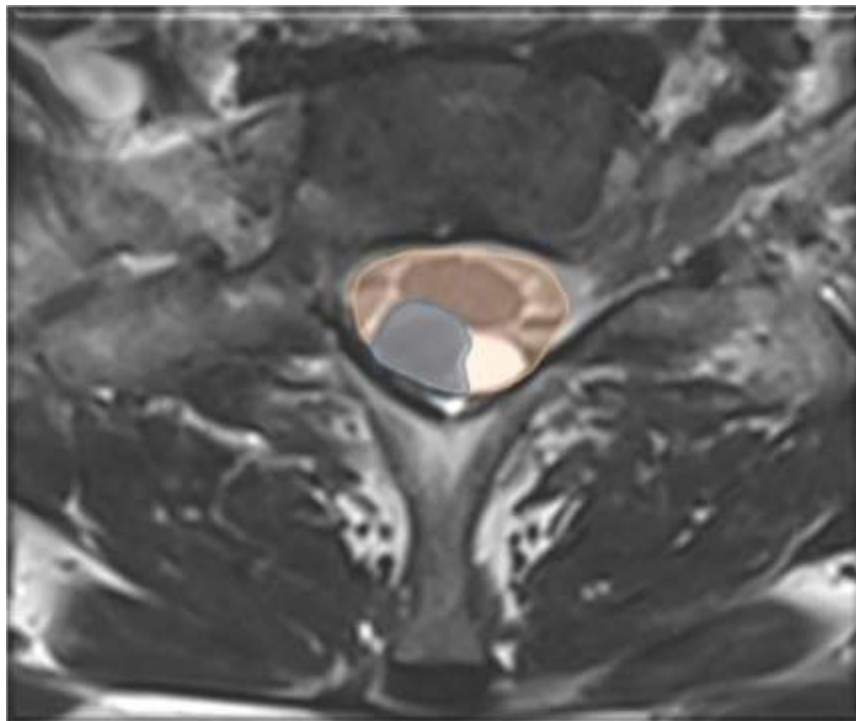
IRM en coupe axiale en séquence pondérée T2 avec mesure du *tumor canal ratio* : en bleu, surface de section de la tumeur au niveau de son expansion maximale ; en orange, surface du canal rachidien [81].
